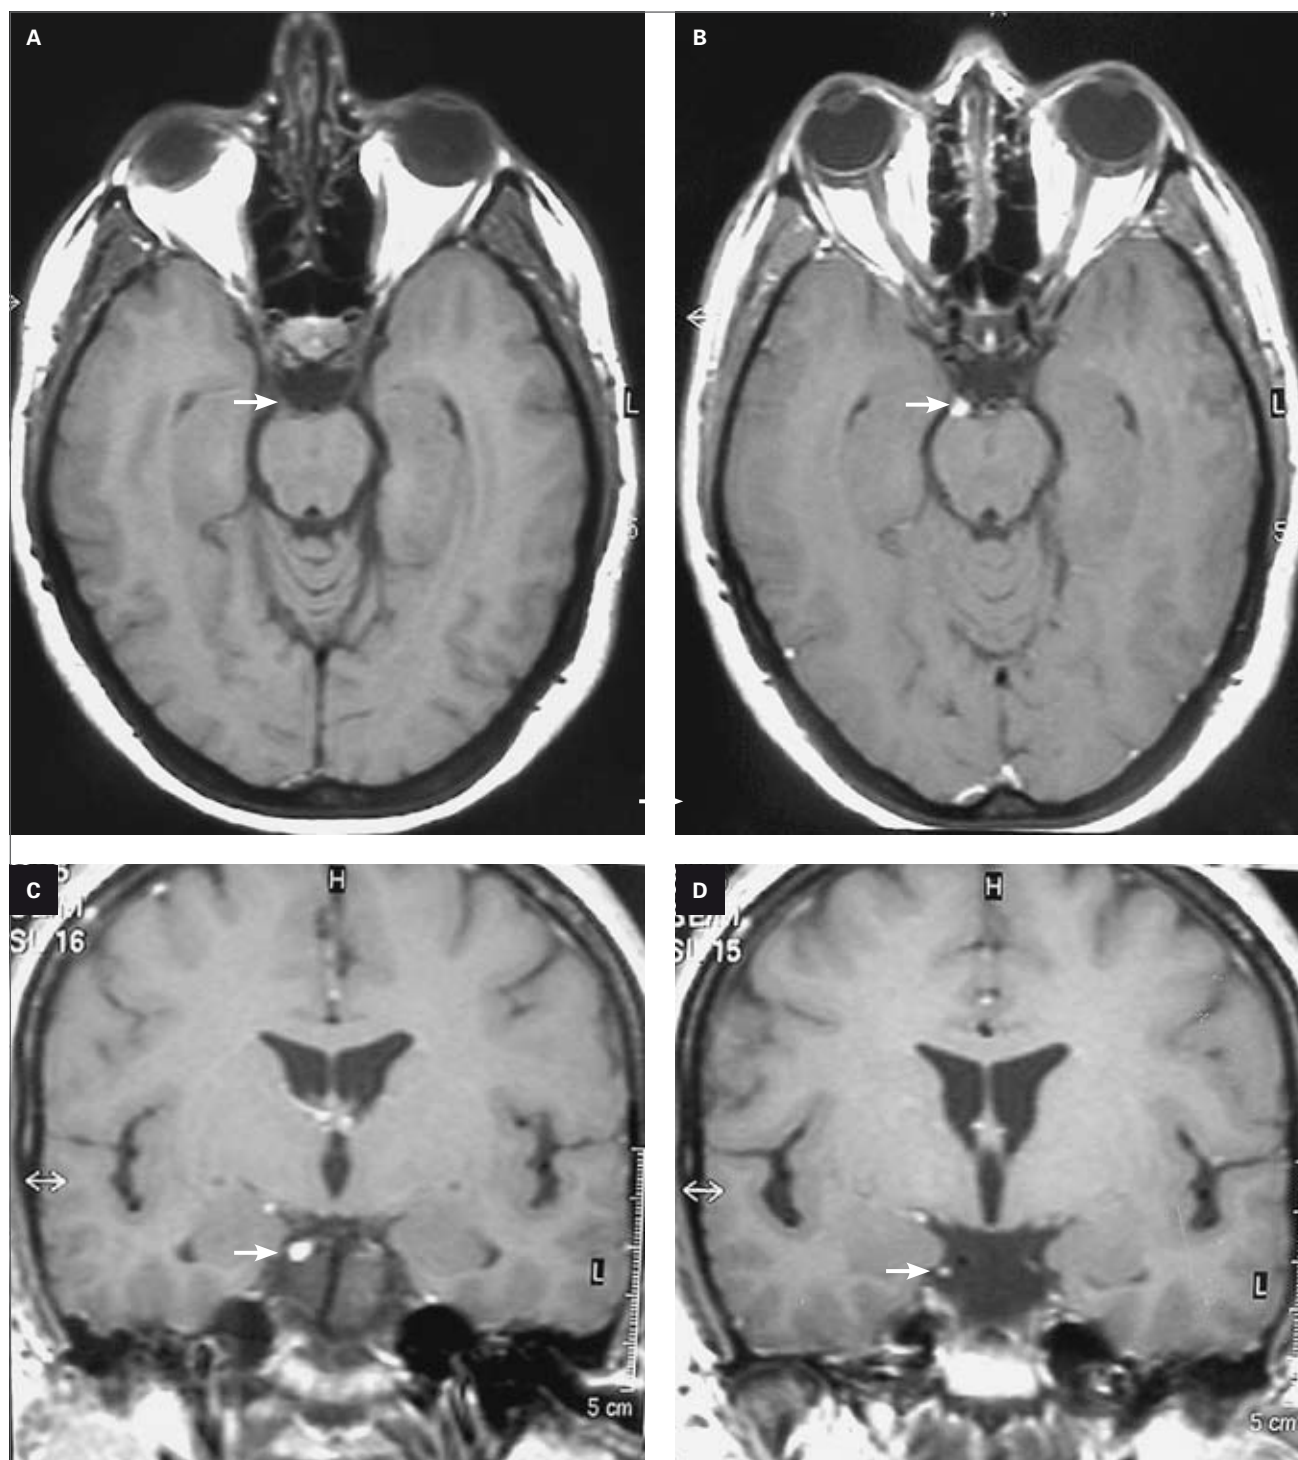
RM potenciada en T1 en fase oftalmopléjica. A: sin contraste, engrosamiento del III par derecho (flecha). B, C y D: engrosamiento y captación de gadolinio (flechas).
